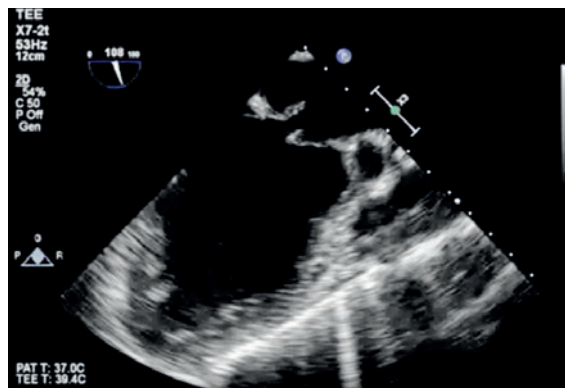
Echocardiographie transœsophagienne (ETO): défaut de la valve mitrale, les végétations de localisation antérieure et postérieure ne sont pas visibles sur le cliché (avec nos remerciements à nos collègues de cardiologie ayant réalisé l'examen: PD Dr S. Blöchlinger et Prof. Dr A. Linka, Hôpital cantonal de Winterthour).
